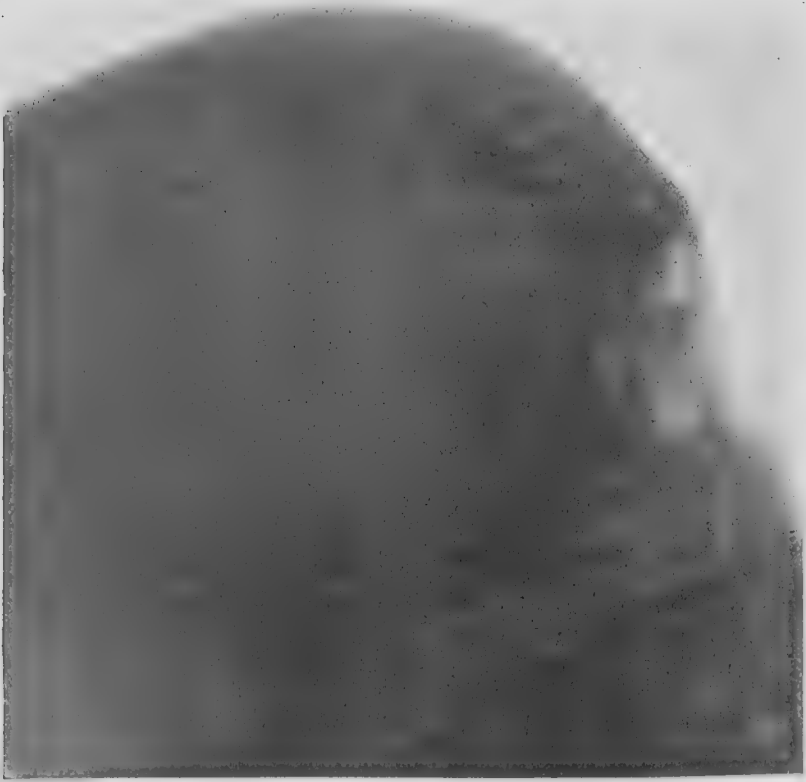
Restauration d'une brèche de craniectomie (Radiographie).
